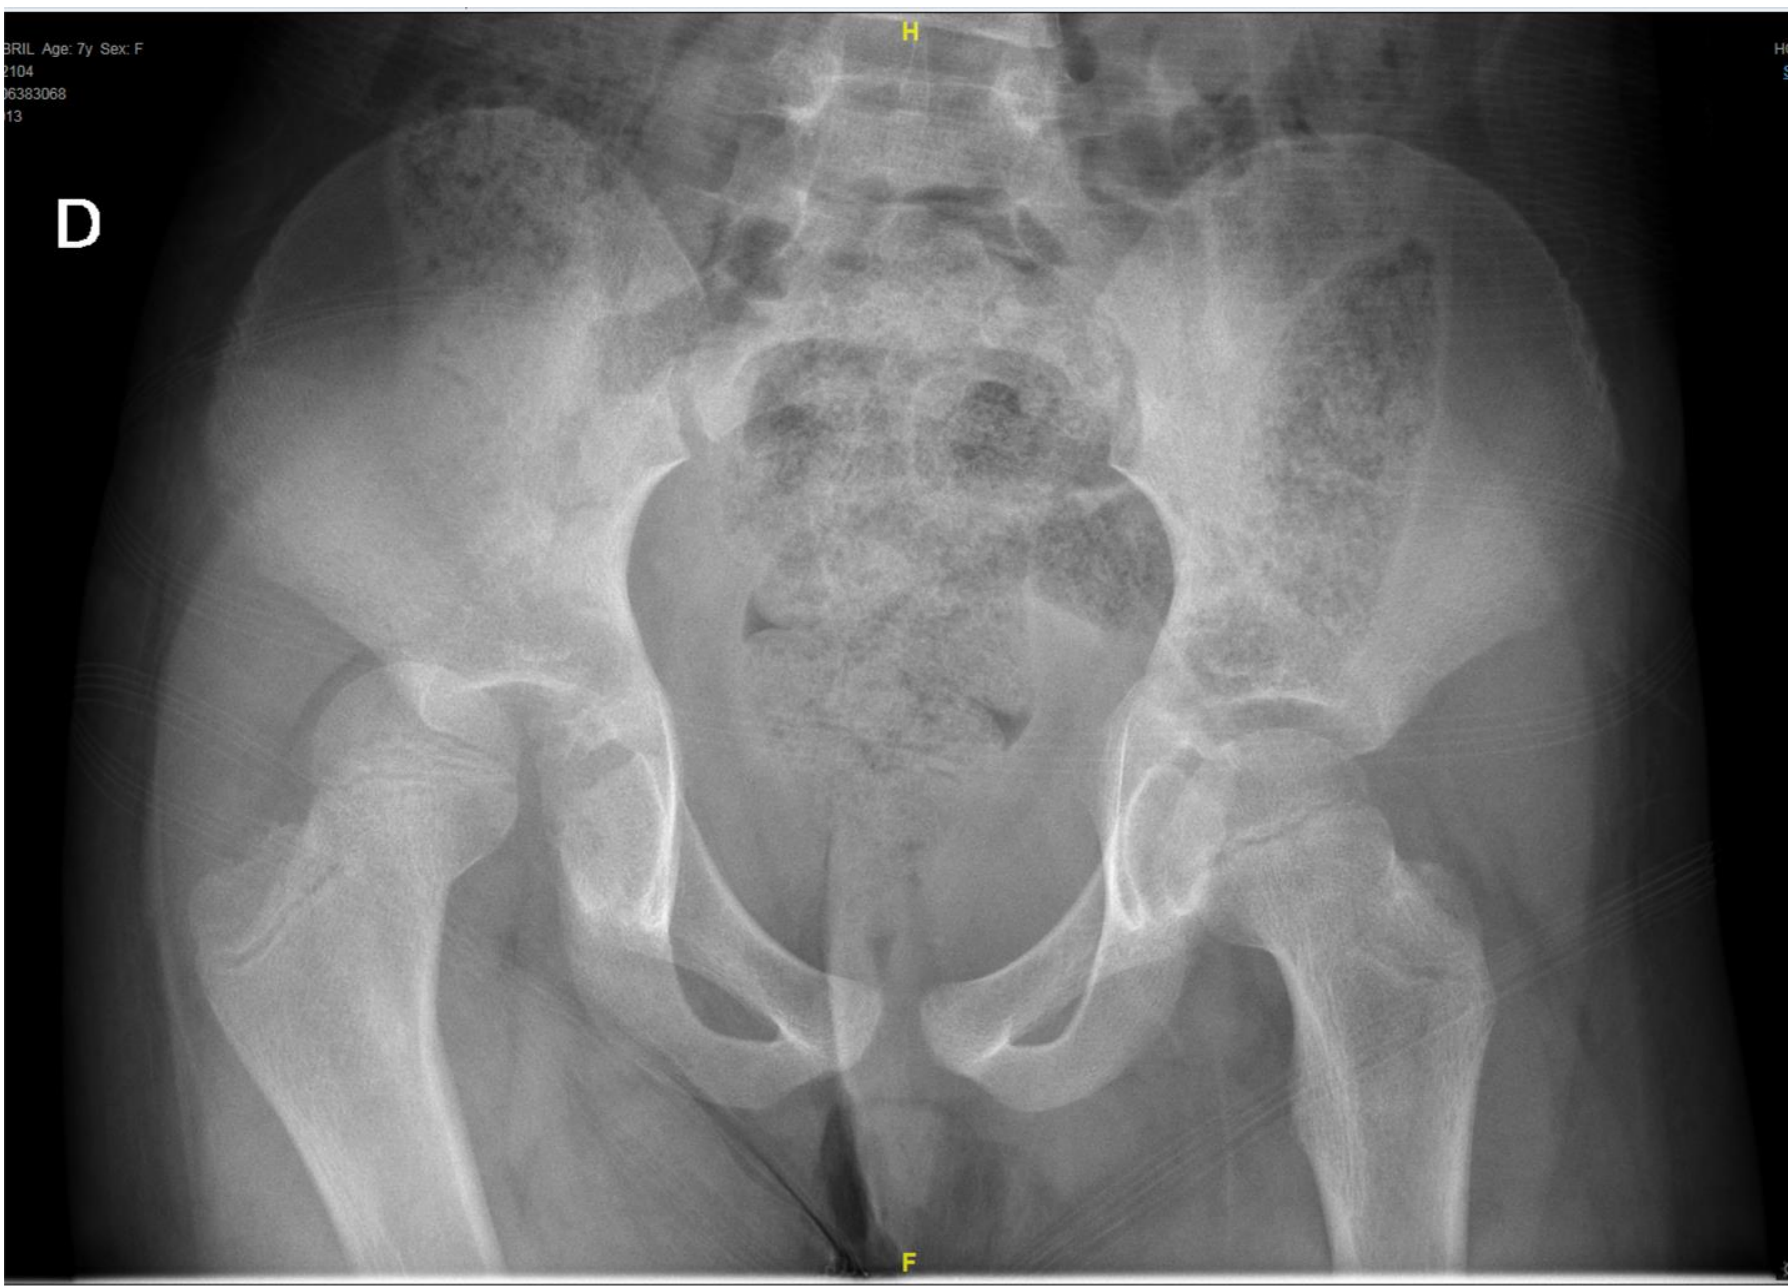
Radiografía anteroposterior de pelvis. Se observa luxación posterior de cadera derecha.
